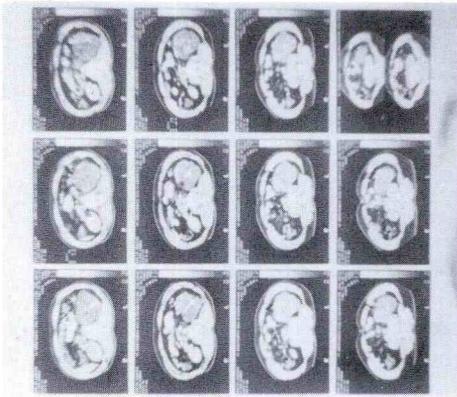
Tomografia do rim esquerdo
